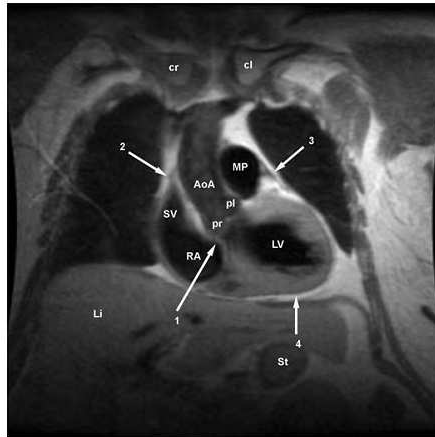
Imagen coronal obtenida durante una sesión de resonancia 1)septum atrioventricular 2,3y 4)Pericardio rodeando el corazón.
